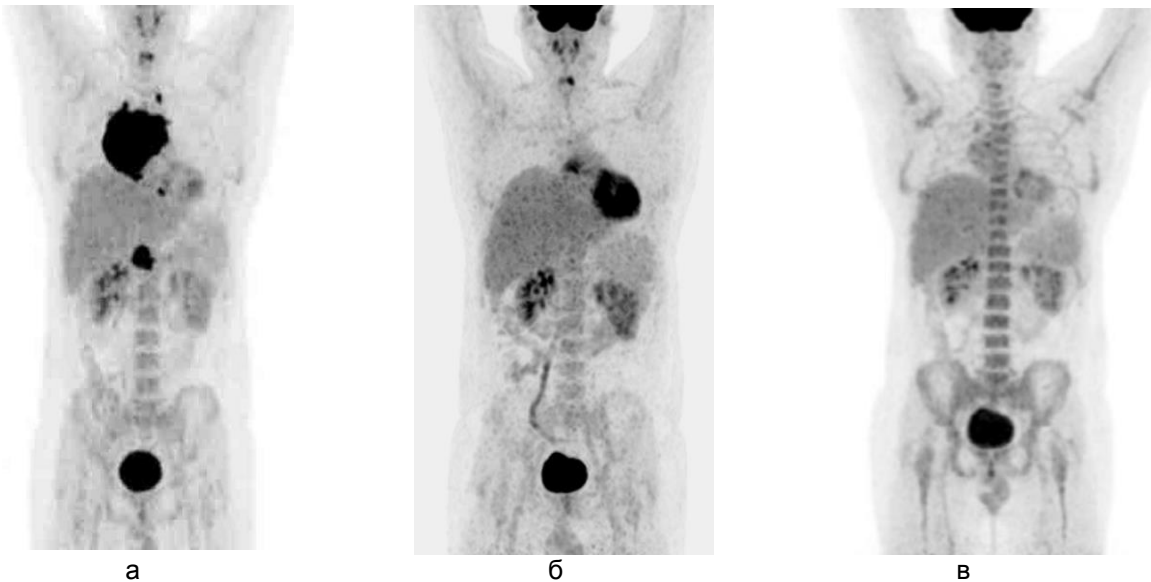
Данные ПЭТ/КТ с <sup>11</sup>С-метионином у больного с метаболически активным образованием корня левого легкого (типичный карциноид)
